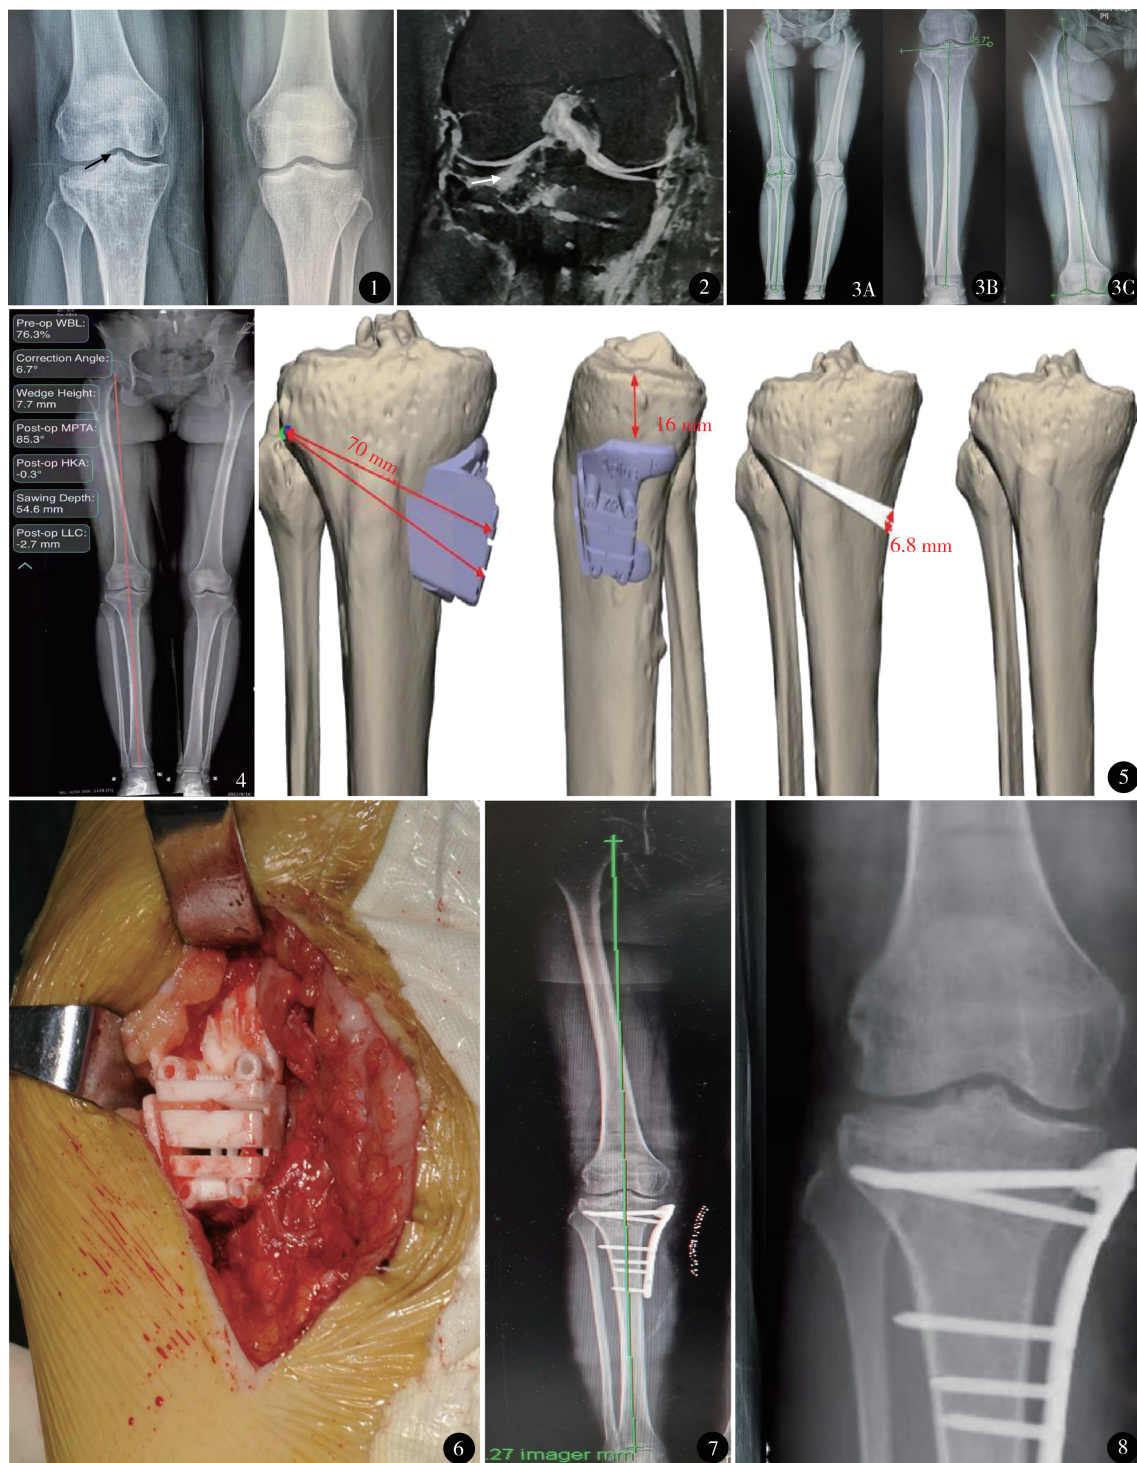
双膝关节正位片,右膝关节间棘明显骨赘形成,关节间隙无明显狭窄,Kellgren-Lawrence 分级 II 级 图 2 膝关节冠状位 MRI 可见平台外侧面软骨变薄,软骨下骨不规则 图 3 术前下肢全长片 A. 测量下肢力线外翻 6.5° ; B. 测量 MPTA 95.7° ; C. 测量 LDFA 87.9° 图 4 术前通过下肢全长模拟截骨,拟纠正角度 6.7° ,截骨宽度 7.7 mm 图 5 术前通过 CT 模拟截骨,术前预计的截骨面宽度(包括导板)、PSI 导板的位置以及拟截骨的高度 图 6 术中放置 PSI 导板 图 7 术后下肢全长见力线正常,达到术前规划,下肢力线为 0° ,MPTA 为 86.5° 图 8 术后 6 周正位 X 线片示截骨面无张开松动,内固定牢固
